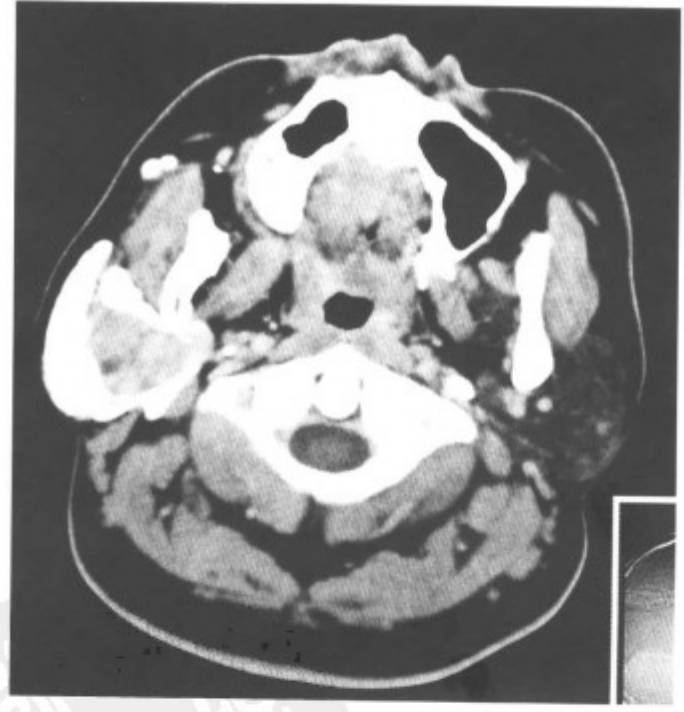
导管造影后 CT 增强扫描, 肿块有强化 (同上病例)
